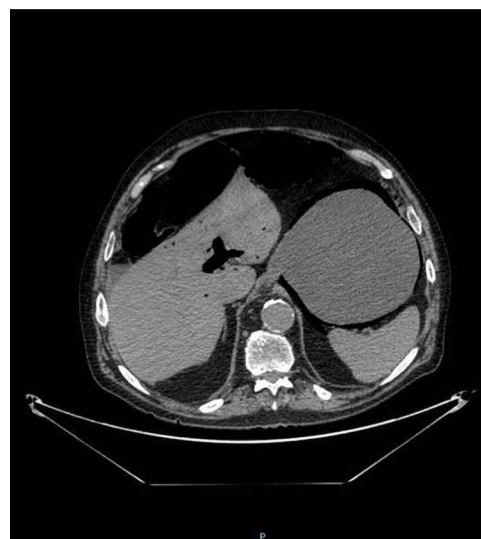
Corte axial de TC abdominal con contraste iv: se visualiza abundante gas en vena porta (neumatosis portal).
